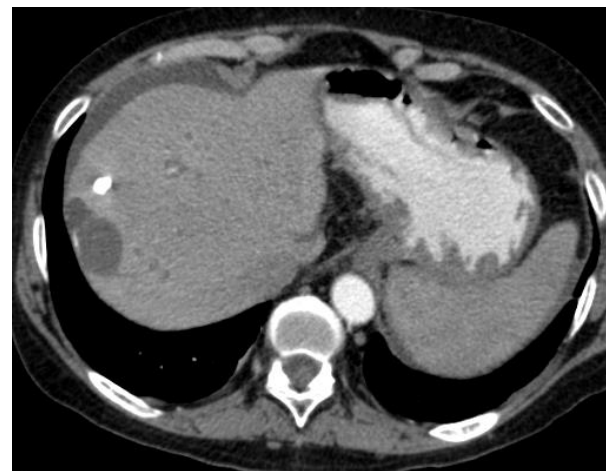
TAC simple, control a los 6 meses post Quimioembolización convencional (TACE).
